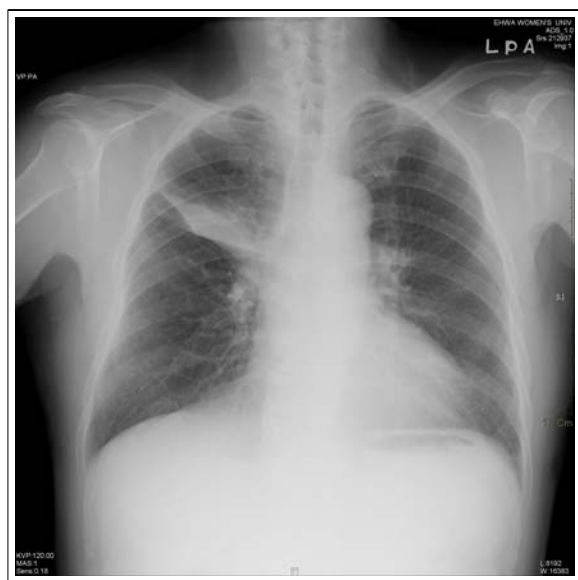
Chest radiograph shows increased radio-opacity in anterior segment of the right upper lobe.
